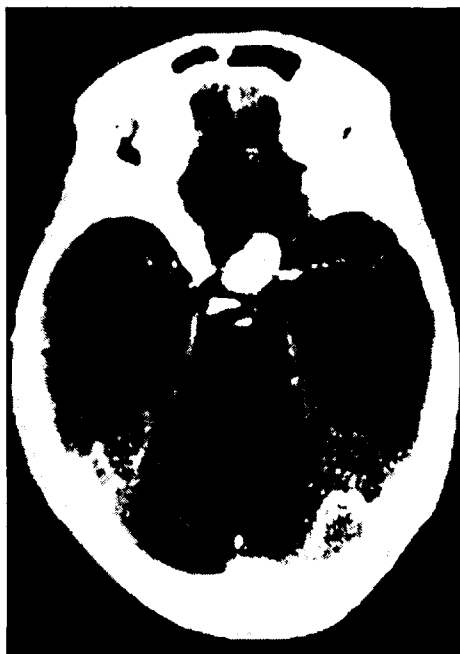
TC com contraste. Corte axial mostrando a metástase de adenocarcinoma mamário para a hipófise.
